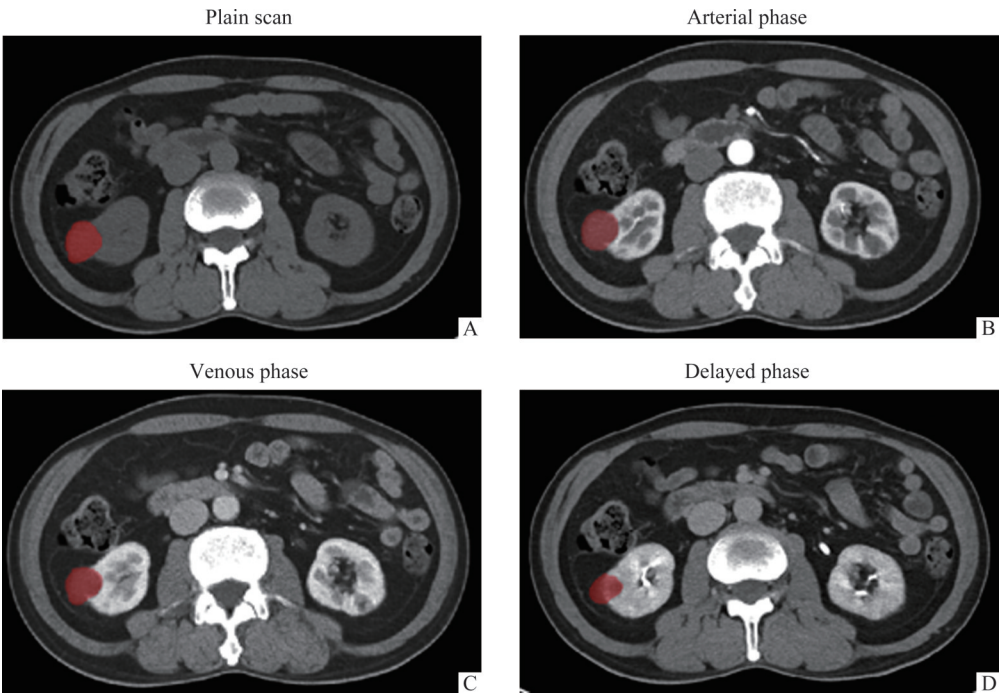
某患者的多期相 CT 图像及其 MASK 结果
